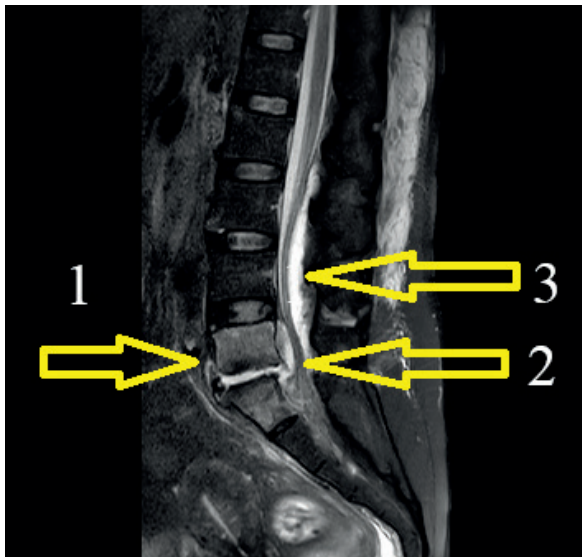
МРТ-картина на 12-е сутки от момента госпитализации в ГУК
